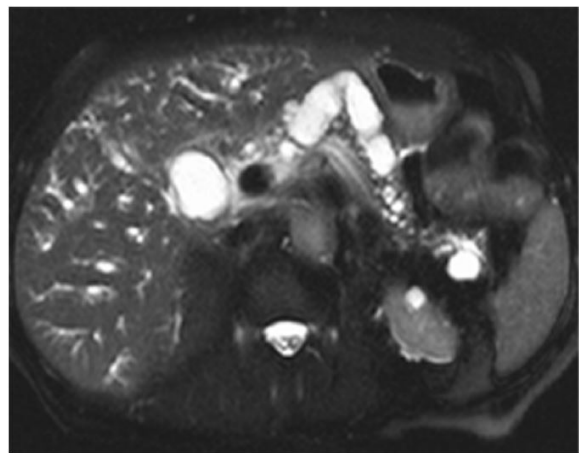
IPMN MD diffusa. Sequenza T2 pesata RM.
